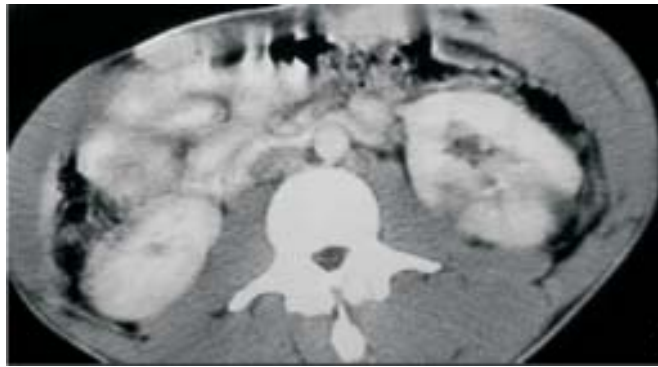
Tomografía axial computarizada con lesión renal izquierda grado 3.
